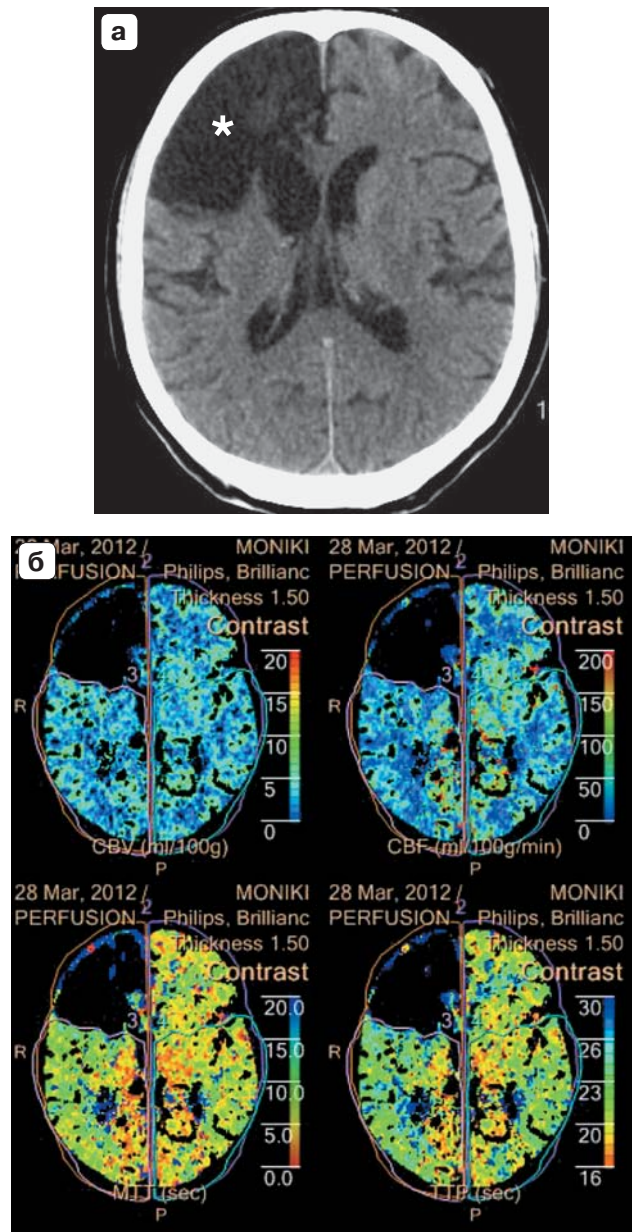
Развитие ГПС с интракраниальным кровоизлиянием. Предоперационное исследование: а – бесконтрастное КТ-изображение головного мозга, последствия нарушения мозгового кровообращения в правой гемисфере (белая звездочка); б – перфузионное КТ-изображение (объяснение в тексте).
